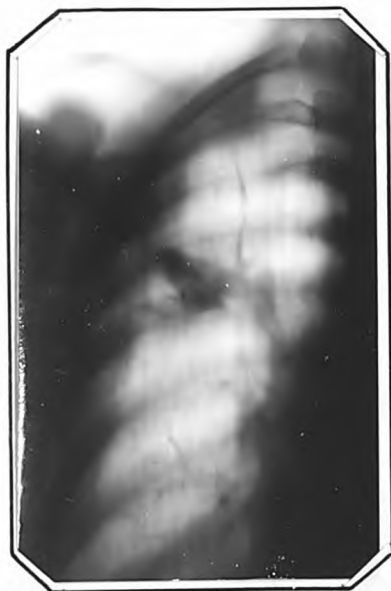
Томограмма правого легкого г. И. от 5. X. 1961 г.
